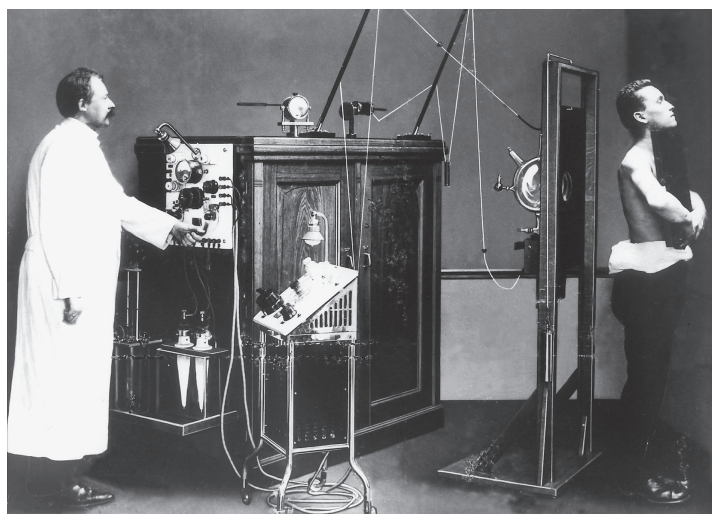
Etwas sperrig – Röntgen-Technologie um 1906. Quelle: Deutsches Röntgen-Museum in Remscheid.
